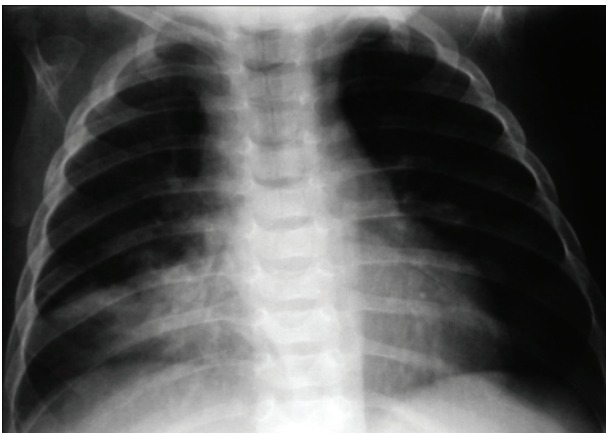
Рентгенограмма органов грудной клетки от 09.02.11. В проекции  $S_{VIII-IX}$  правого легкого определяется инфильтрация легочной ткани, на фоне которых различимы узкие просветы бронхов. В других отделах без очаговых и инфильтративных изменений. Правый корень инфильтрирован. Положение органов средостения обычное.
